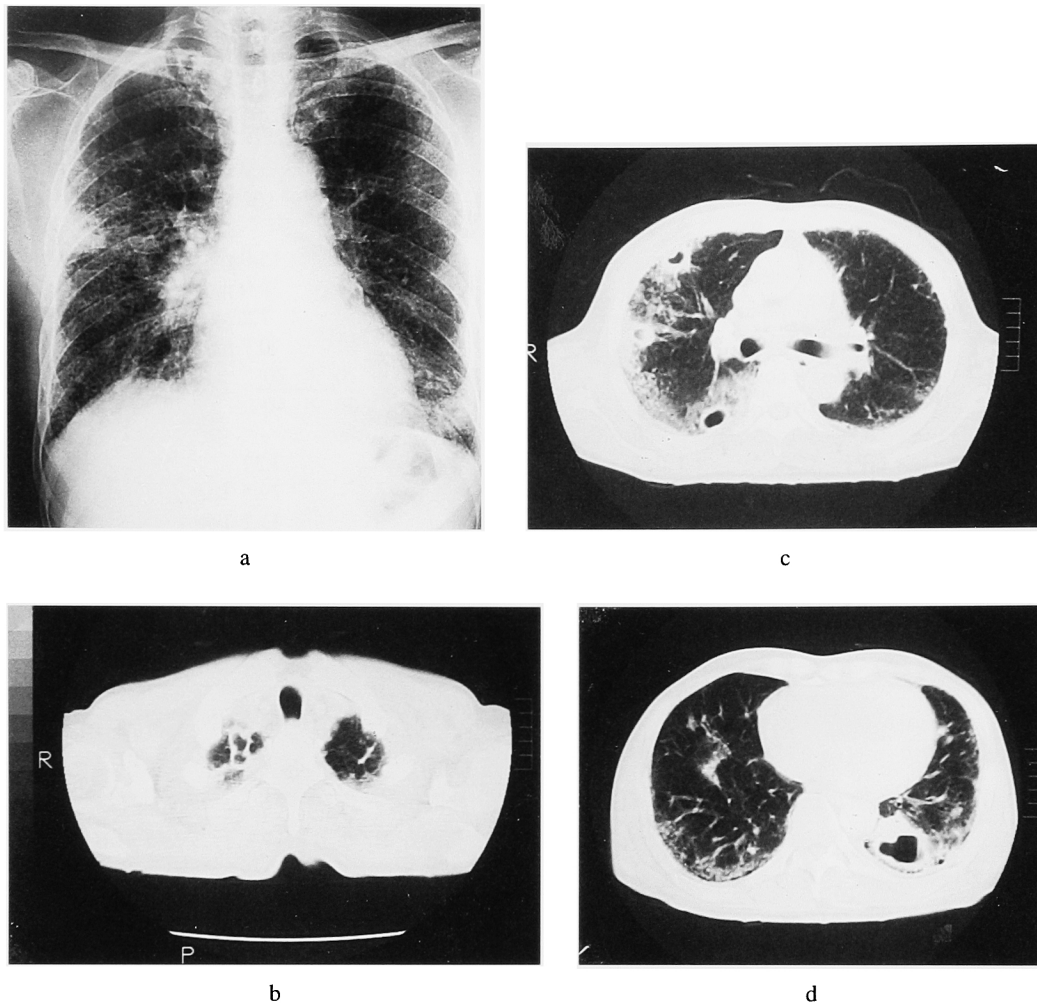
Chest radiograph and CT scan obtained 10 months after initial consultation showing acute exacerbation of silicotuberculosis, especially on the right lung (a), cavitation of the right apical cirrhotic tuberculous lesion (b), multiple even-walled early tuberculous cavities in S², S³ and S⁶ of the right lung respectively (c), and a larger unilocular cavity in the left basal segment with infiltrative shadows around it (d).
